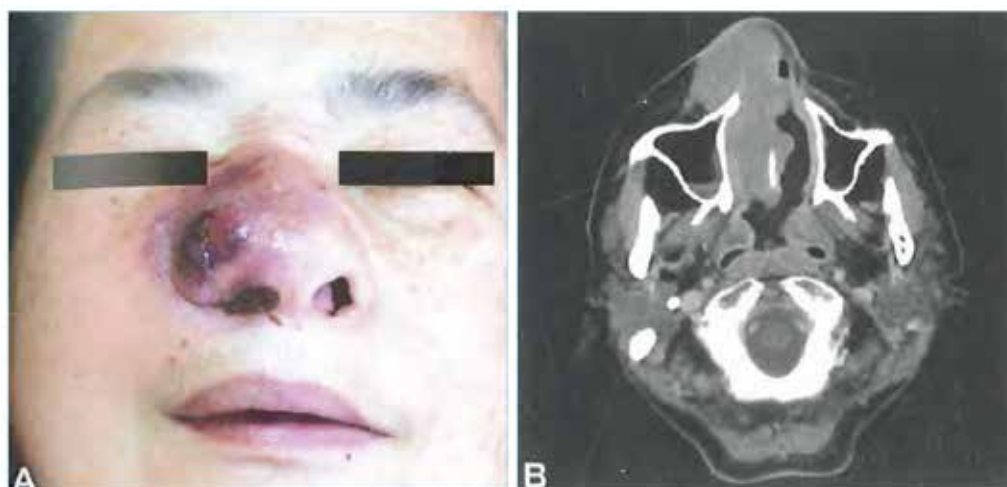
Экстранодальная НК/Т-лимфома носового типа.[5] А) обструкция кожи с инвазией в носовой ход справа. В) Контрастная КТ. Гомогенная опухоль распространена в носовой полости справа, деформация носовой перегородки.
